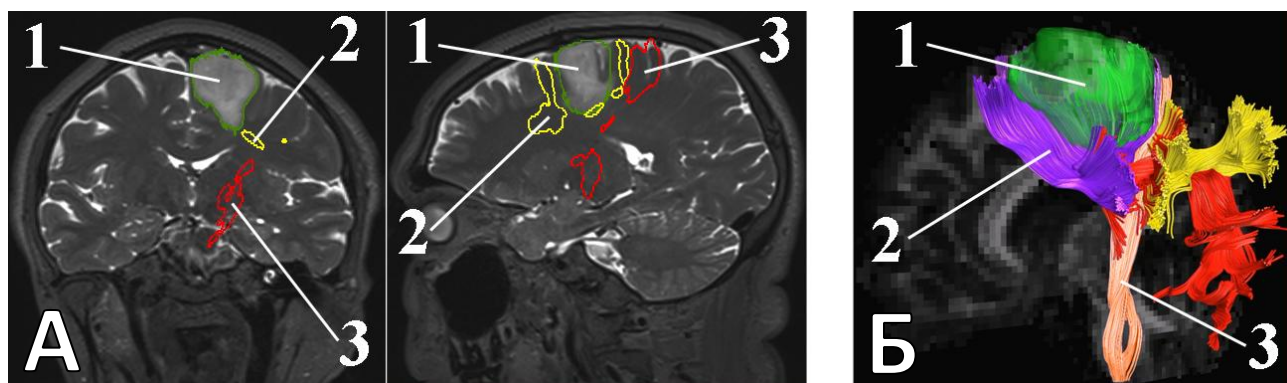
Реконструкция трактов белого вещества у пациента с астроцитомой WHO grade 2 IDH-mutant в ДМО доминантного полушария (1 – опухоль, 2 – ЛКП, 3 – КСТ). А. Т2-взвешенные изображения МРТ головного мозга во фронтальной и сагиттальной проекциях (слева направо) с наложенными на них трактами (кпереди и кзади от опухоли восстанавливается левый ЛКП, кзади – левый КСТ). Б. 3D-модель трактов, наложенная на МРТ головного мозга в сагиттальной проекции
